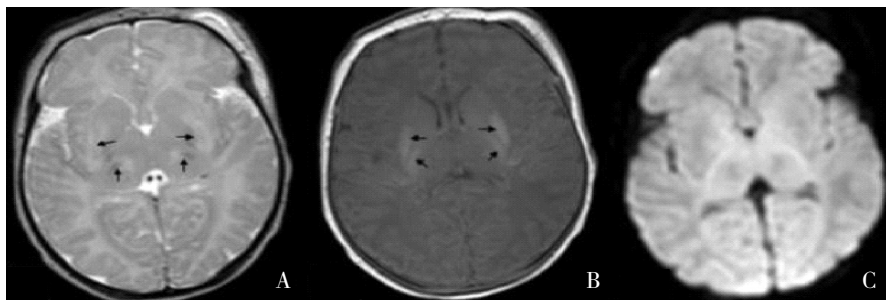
基底节/丘脑 PLIC 损伤 HIE 患儿生后 10 天, 壳核、丘脑腹外侧核在 T2WI (A) 表现为对称性高信号、T1WI (B) 亦表现高信号, 如箭头所示; 内囊后肢信号消失; DWI (C) 仅表现为双侧丘脑信号降低。
